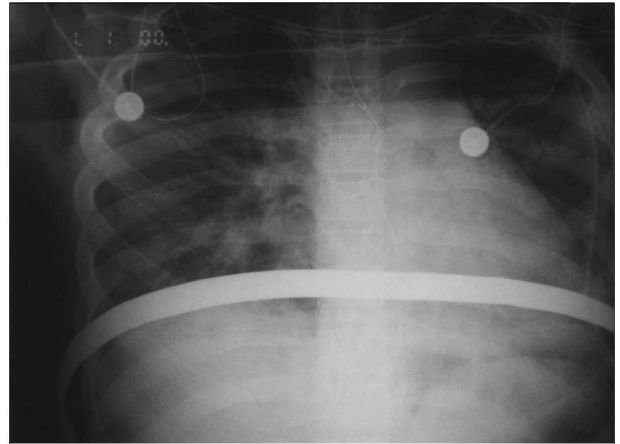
Postoperative chest X-ray film taken after chest tube insertion.
